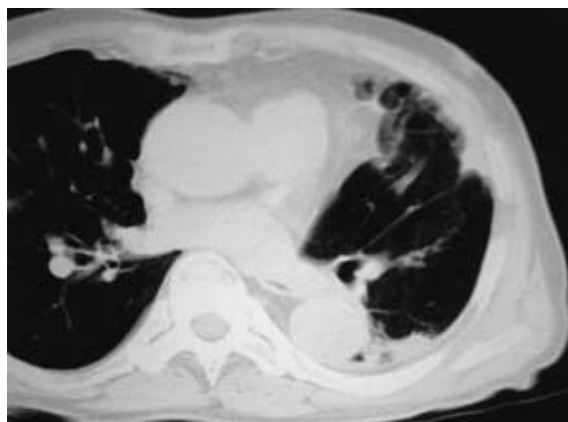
Chest CT 5 months after the treatment of radiation, show a decrease of the mass.
